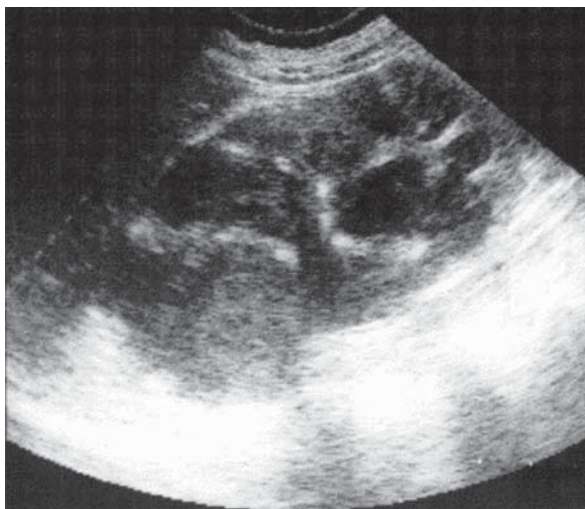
Pionefroză. Ecografie, secțiune longitudinală.
